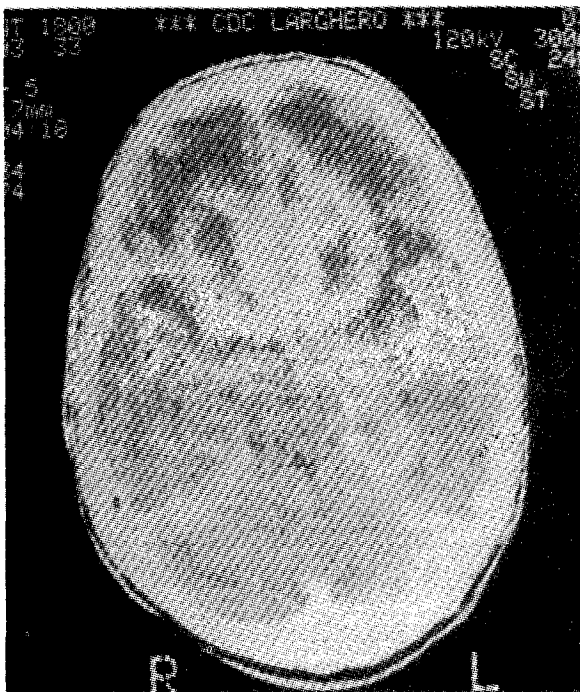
Tomografía axial computarizada encefálica. Extensa área patológica con topografía frontal. Compromete también sustancia blanca subcortical y septum pellucidum.
